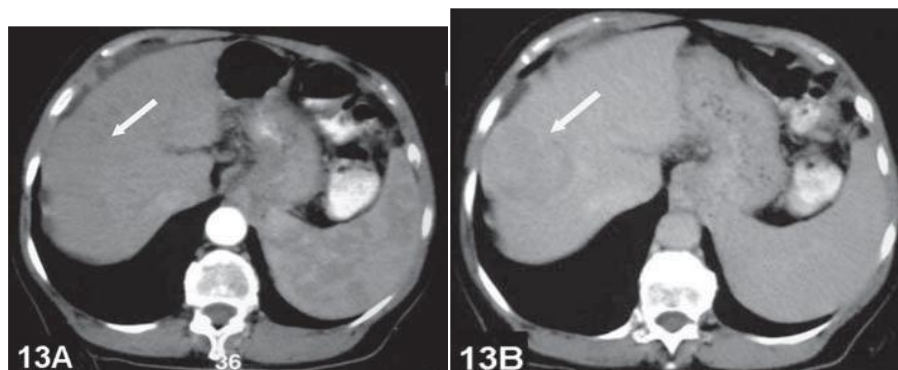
TC de Hepatocarcinoma hipovascular na fase arterial (A) e melhor identificado na fase de equilíbrio (B). (HWANG GJ et al 1997)
